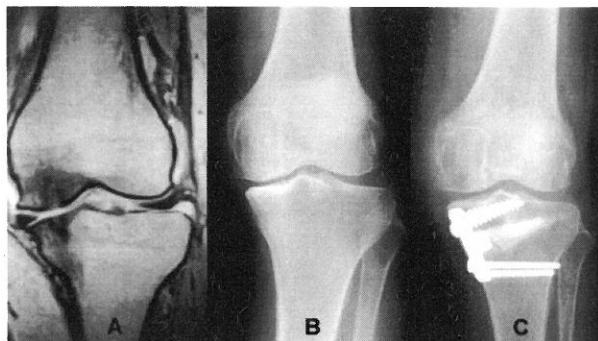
A sixty-eight-year-old woman with knee osteoarthritis. Preoperative magnetic resonance imaging (A) and radiograph (B). Radiograph made 6 months postoperatively (C). The valgus correction of 10° in the left knee.
